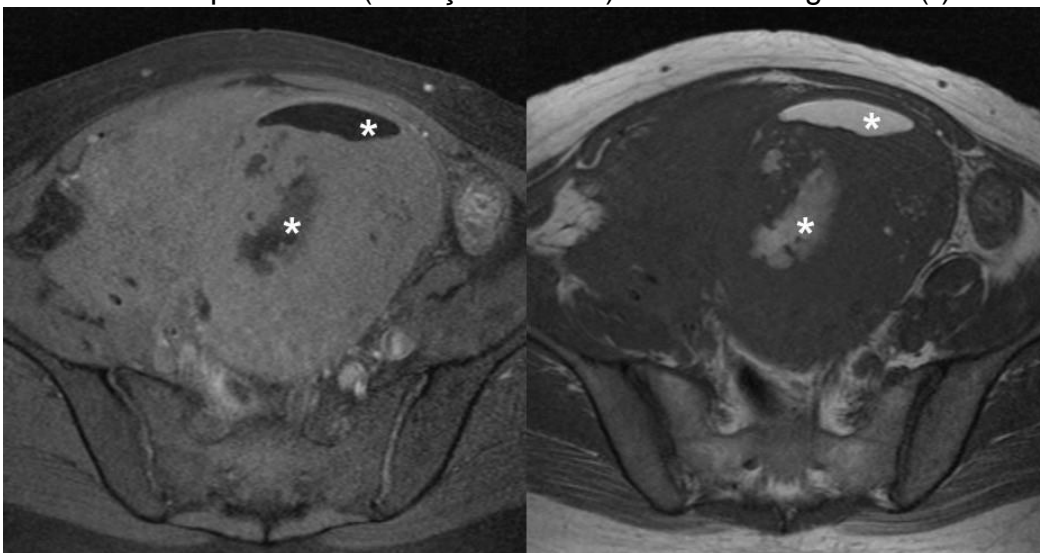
RM da pelve no plano axial T1, com (à esquerda) e sem (à direita) saturação de gordura mostrando as áreas de gordura da lesão (\*).
